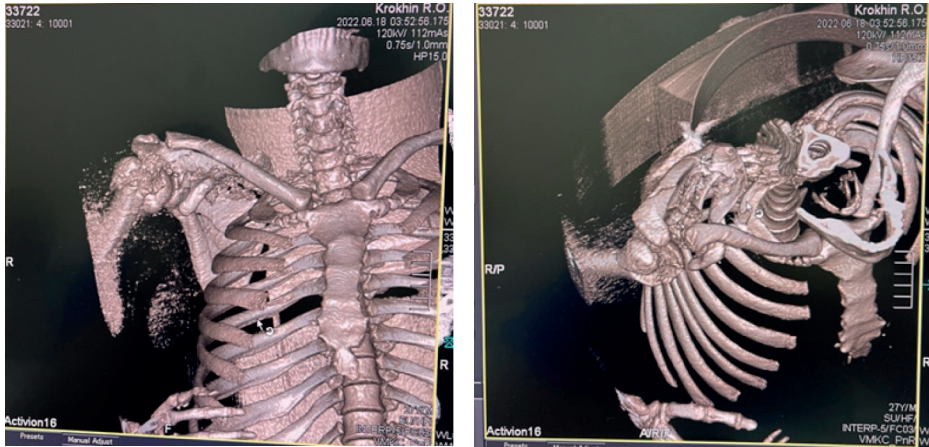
Результати СКТ правого плечового суглоба та органів грудної клітки
